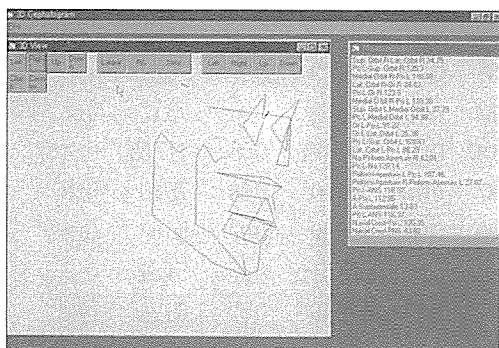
3 차원 두부방사선 규격사진 (Y축을 중심으로 우측으로 45° 회전시킨 모습)
